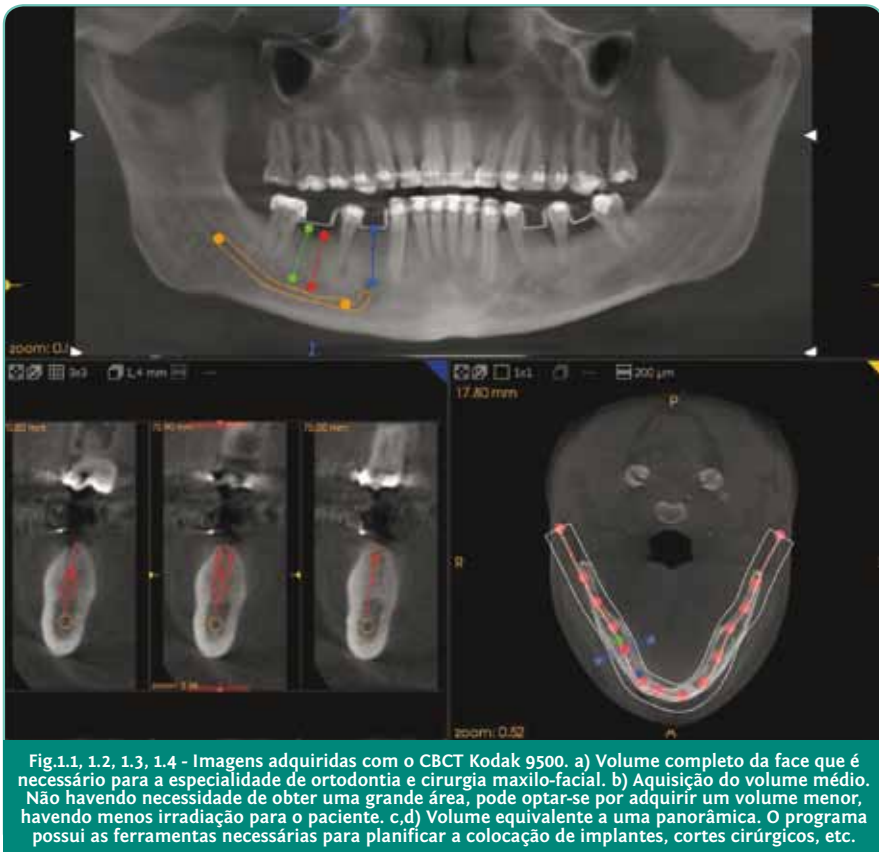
2, 1.3, 1.4 - Imagens adquiridas com o CBCT Kodak 9500. a) Volume completo da face que é necessário para a especialidade de ortodontia e cirurgia maxilo-facial. b) Aquisição do volume médio. Não havendo necessidade de obter uma grande área, pode optar-se por adquirir um volume menor, havendo menos irradiação para o paciente. c,d) Volume equivalente a uma panorâmica. O programa possui as ferramentas necessárias para planificar a colocação de implantes, cortes cirúrgicos, etc.
